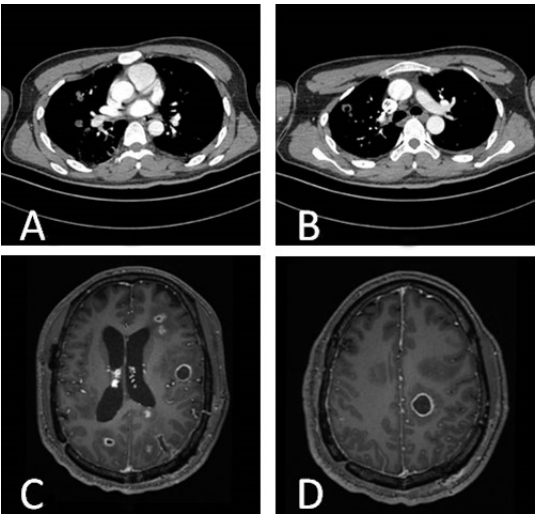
尖端赛多孢子菌致多发脑脓肿和肺脓肿的肺部增强 CT 及脑部增强 MRI 影像
